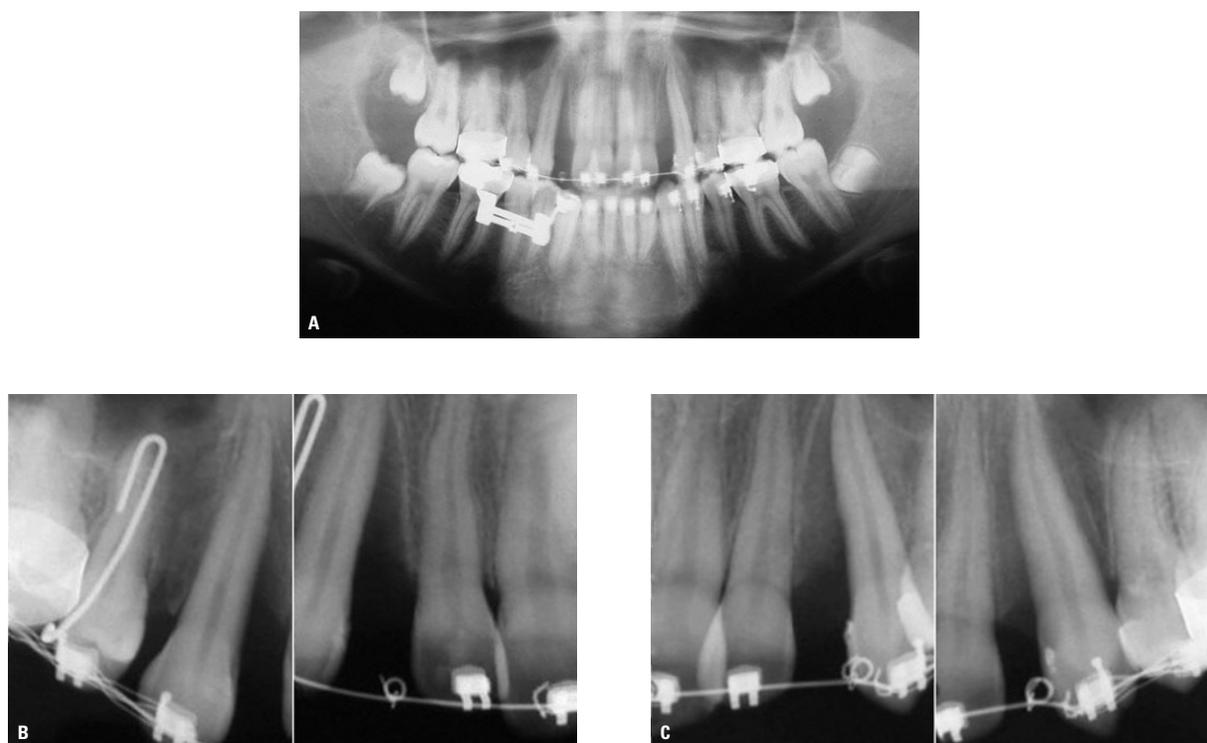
Radiografias pós-RRC no arco superior: A) panorâmica e B, C) periapicais.
